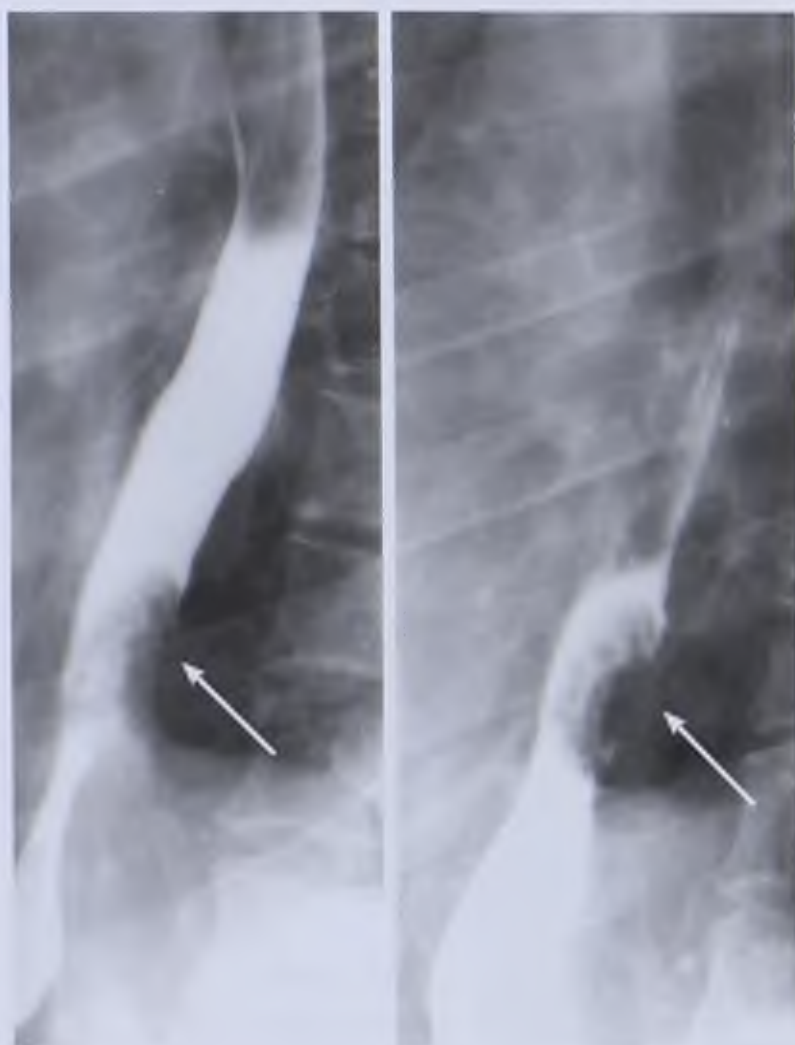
Рентгенограммы пищевода. Экзофитный рак пищевода (стрелки)
